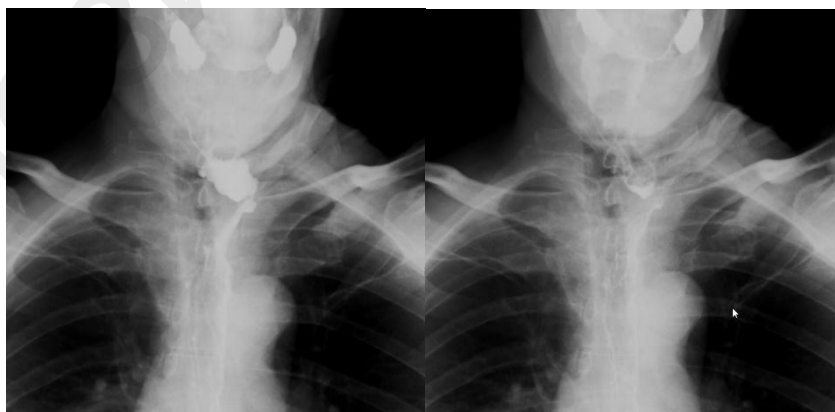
Рентгеноскопия пищевода и кондуита пациента Е., 15.09.2021 г.
